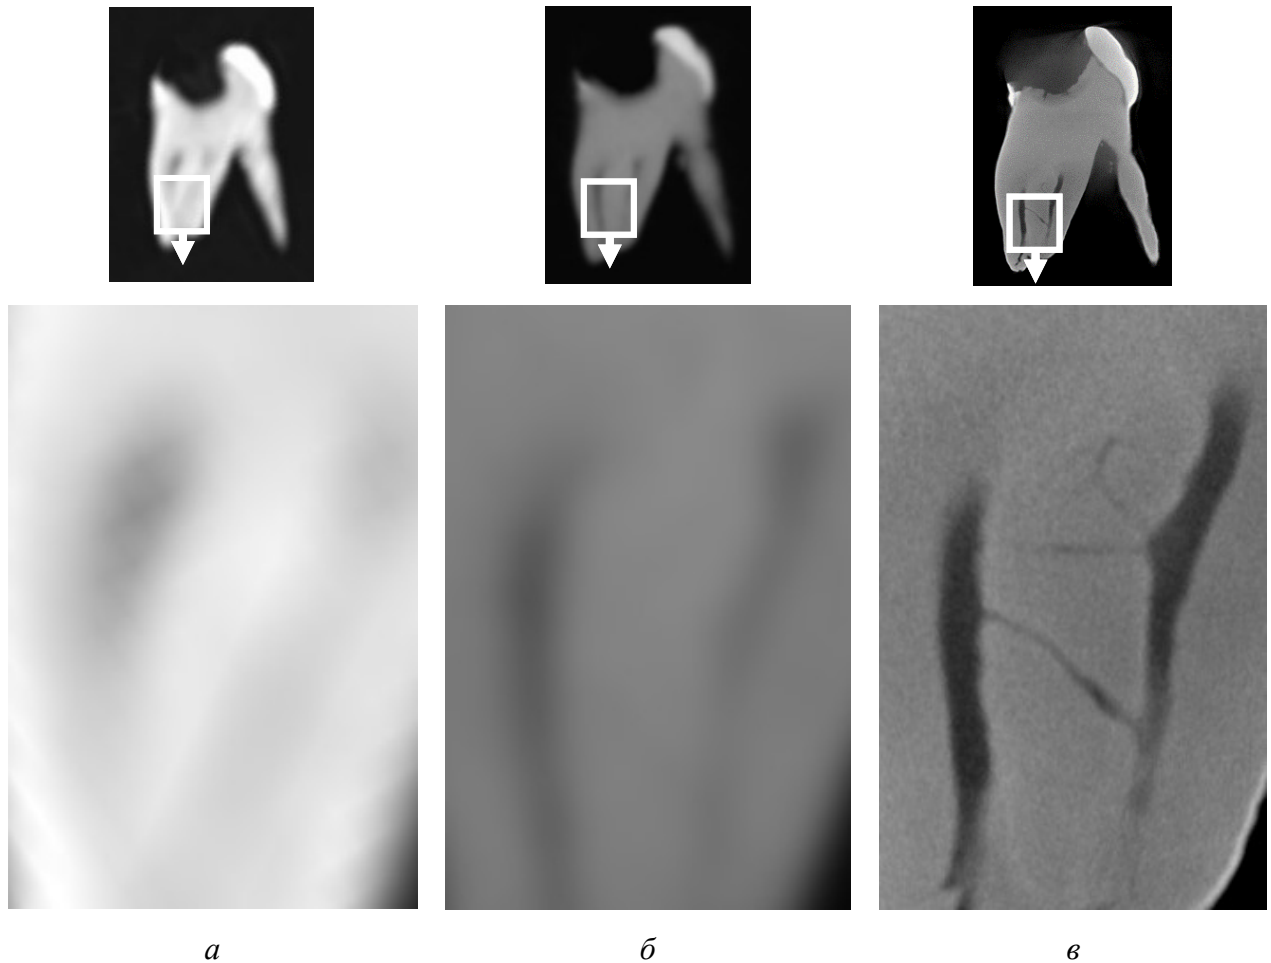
Фрагменты изображений средней части корня удаленного зуба в продольной плоскости; *а* – МСК-томограмма. Дополнительные корневые каналы не определяются; *б* – КЛК-томограмма. Размытые очертания практически незаметного горизонтального канала; *в* – микроКЛК-томограмма. Дополнительные горизонтальные и косо направленные каналы формируют анастомозы между основными корневыми каналами
